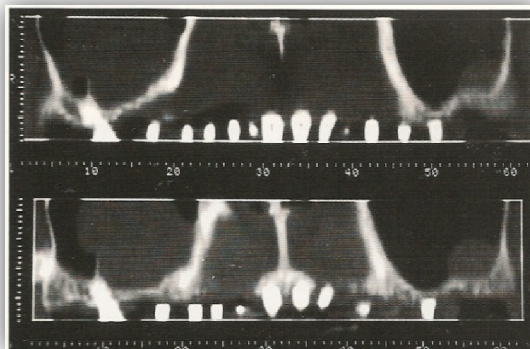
Modo panorámico de la tomografía computarizada maxilar
